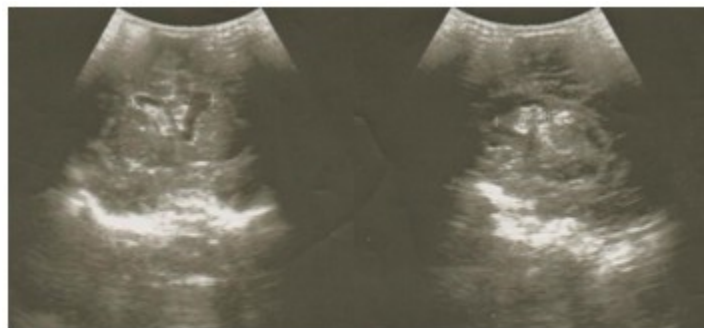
Imágenes ultrasonográficas que muestran corte coronal y sagital utilizando como ventana acústica la fontanela anterior. Se observa imagen ecogénica irregular localizada en la región subependimaria derecha.
